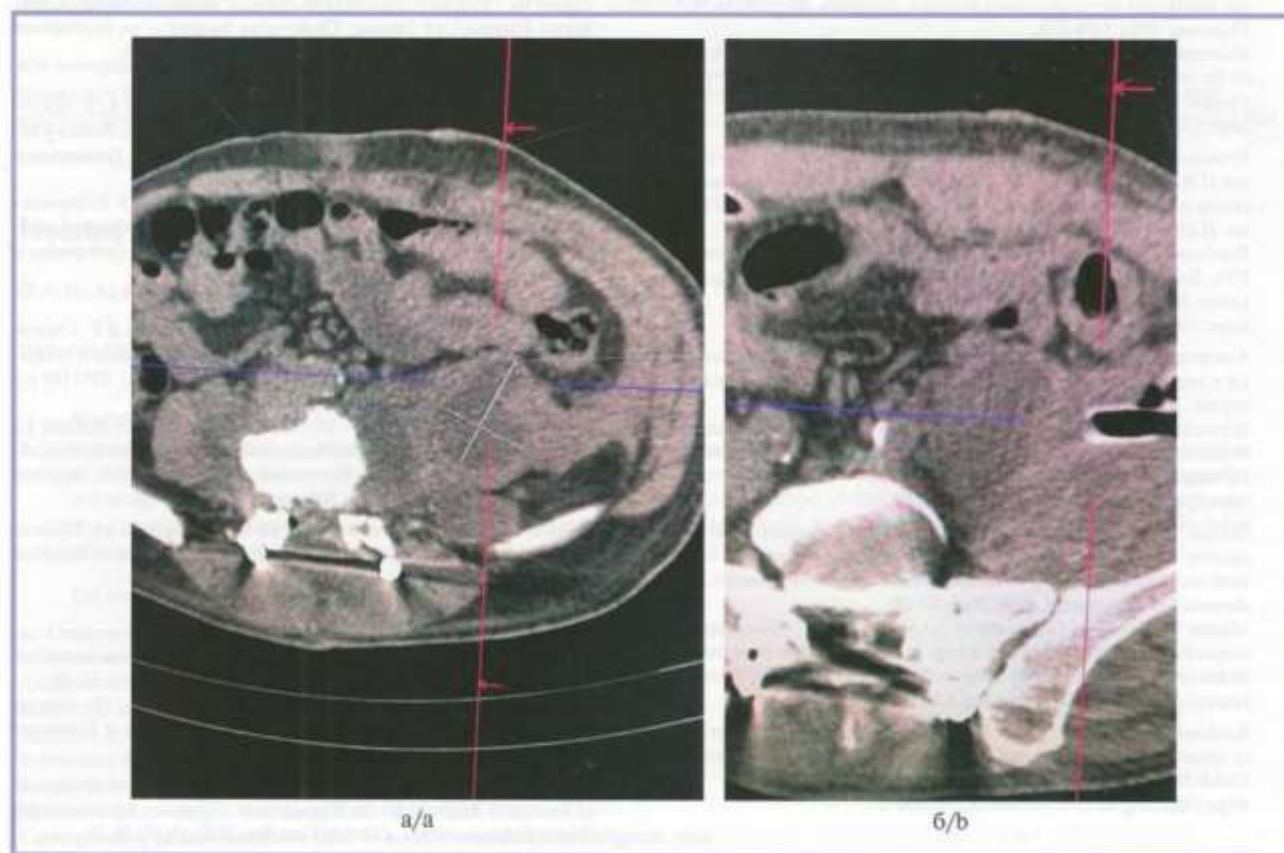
Компьютерные томограммы аксиальная проекция, 8-е сутки после операции.
